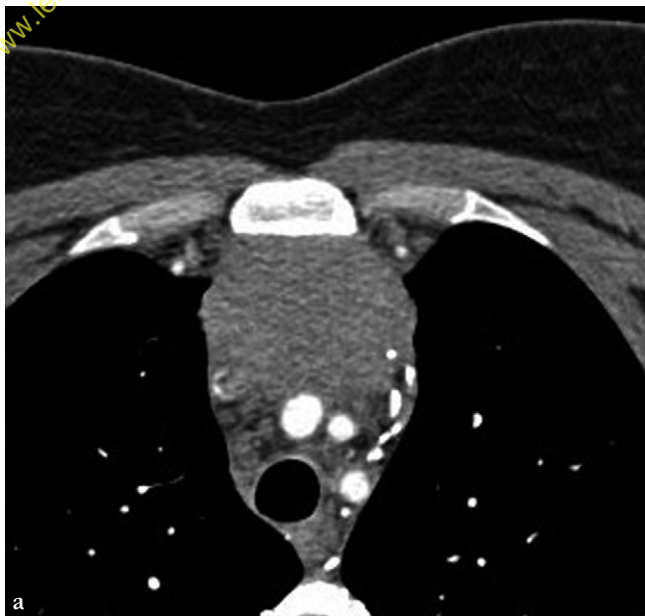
Biopsie d'une masse médiastinale antérieure par abord parasternal.
